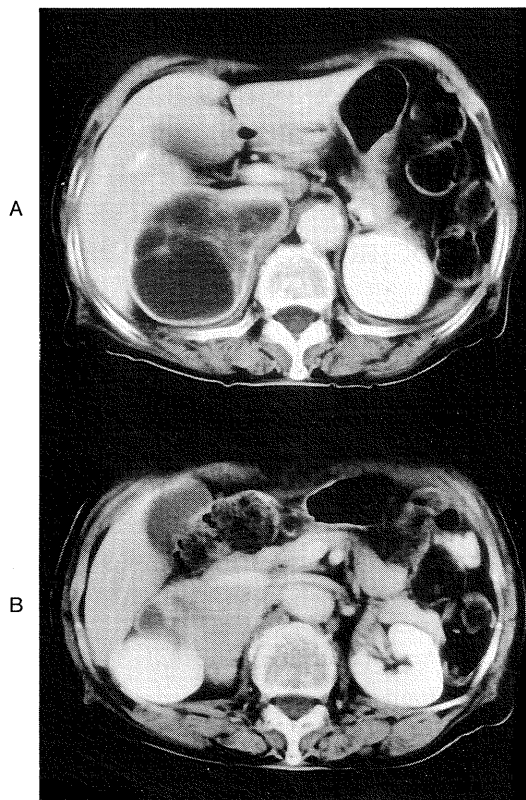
CT-scan images of right adrenal tumor. A and B, enhanced transverse images of the abdominal CT. A capsule of the adrenal tumor is highly enhanced.
